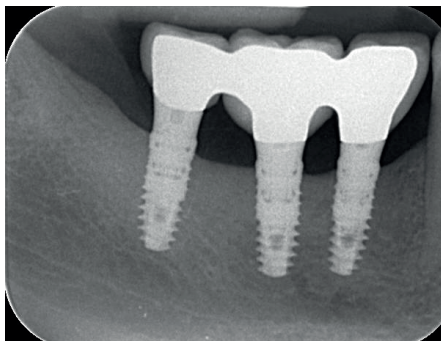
Radiografía intraoral a los seis años y cuatro meses del posicionamiento del implante que muestra los implantes correctamente ubicados y el mantenimiento del volumen óseo vertical.
